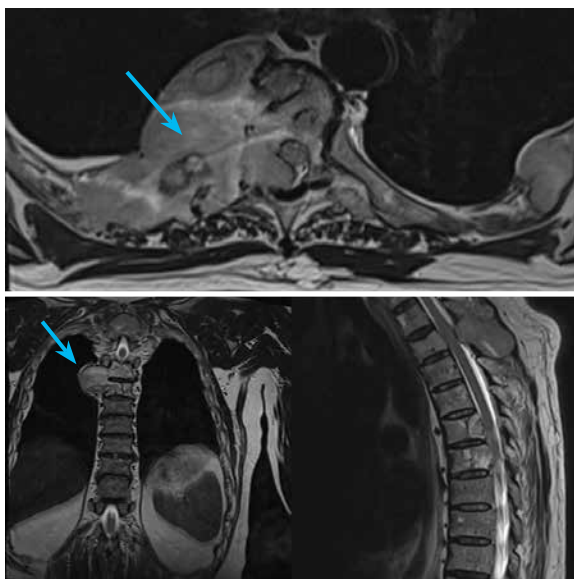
Магнитно-резонансные томограммы грудного отдела позвоночника. Мякотканый компонент (стрелки) в области Th_2 -позвонка размерами $74 \times 54 \times 38$ мм с распространением в паравертебральные мягкие ткани дорзально, на межпозвоночные отростки, остистый отросток, в позвоночный канал, с сужением дурального мешка до 9 мм, компрессией и деформацией спинного мозга, очагами миелоишемии
